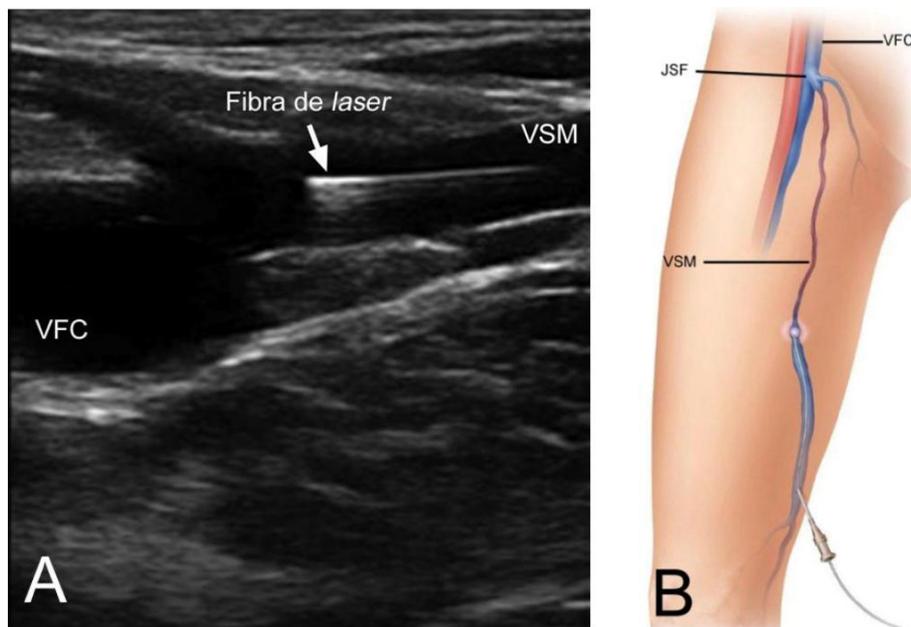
(A) Ultrassonografia em modo-B de junção safenofemoral (JSF), identificando o posicionamento da ponta da fibra de laser imediatamente antes da ablação venosa. (B) Ilustração do modo de funcionamento da fotoablação e colapamento a laser da VSM, desde a JSF. VFC: veia femoral comum; VSM: veia safena magna.
